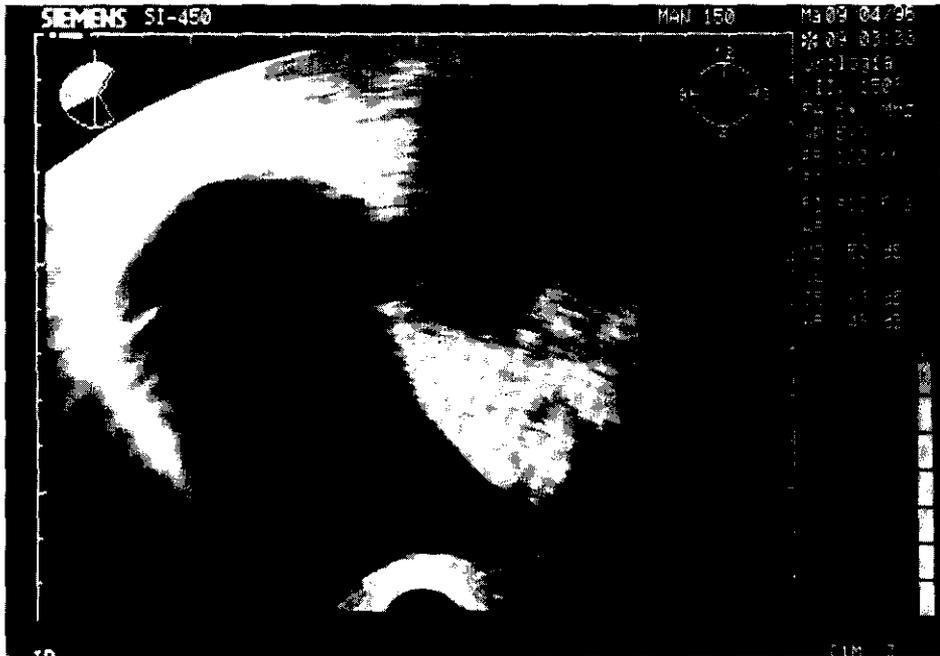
Ecografía transrectal de incontinencia. Sección longitudinal. Tras retirar la sonda vesical y tras la realización de la maniobra de Valsalva tiene lugar la apertura del cuello vesical y de la uretra con la consecuente pérdida de orina.
